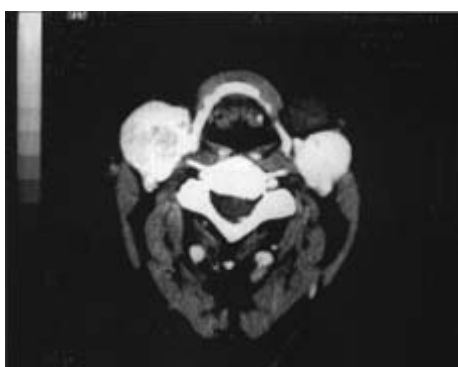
TC Cervical contrastada
